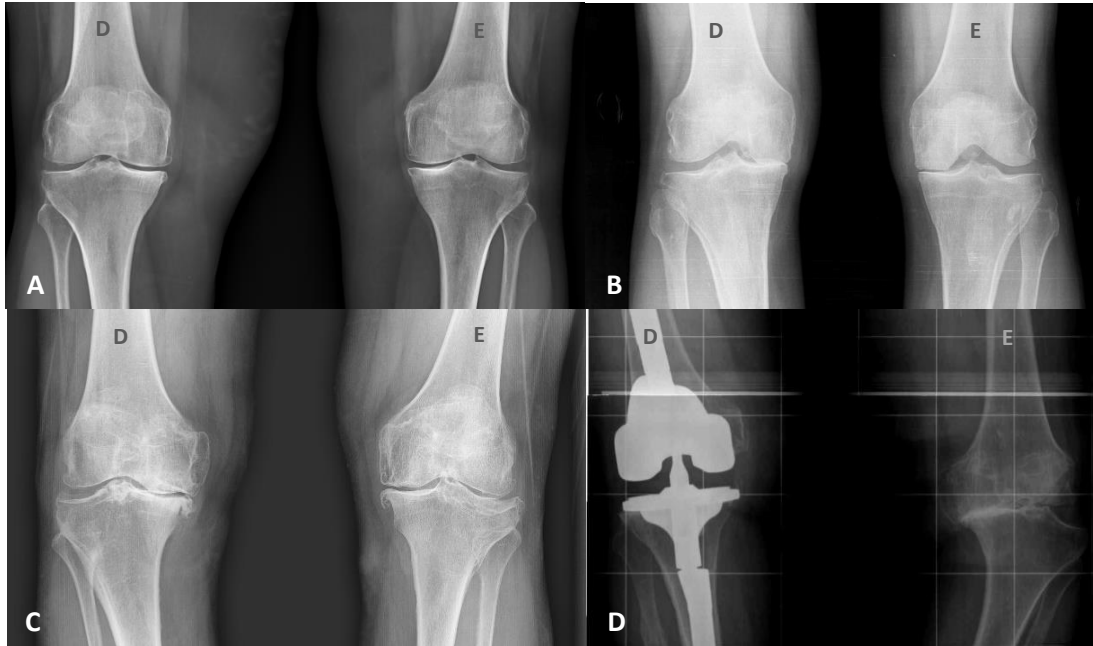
Radiografies anteroposteriors de genoll representatives de la classificació de la gonartrosi segons Ahlbäck. A) Grau 1 bilateral: estretament de l'espai articular <3mm. B) Grau 2 genoll esquerre: obliteració de l'espai articular; grau 3 genoll dret: desgast ossi <5mm. C) Grau 4 genoll dret: desgast ossi entre 5 i 15mm. D) Grau 5 genoll esquerre: desgast ossi >15mm.
